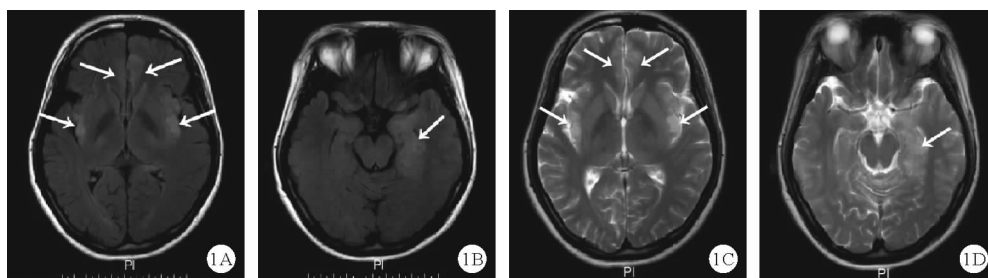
患者 2018 年 8 月 17 日头颅 MRI 检查结果(A:FLAIR 提示双侧额叶、额叶及岛叶可见斑点状、斑片状高信号病灶;B:FLAIR 提示左侧海马斑片状高信号病灶;C:T2WI 提示双侧额叶、额叶及岛叶可见斑片状高信号病灶;D:T2WI 提示左侧海马斑片状高信号病灶;如箭头所示)
